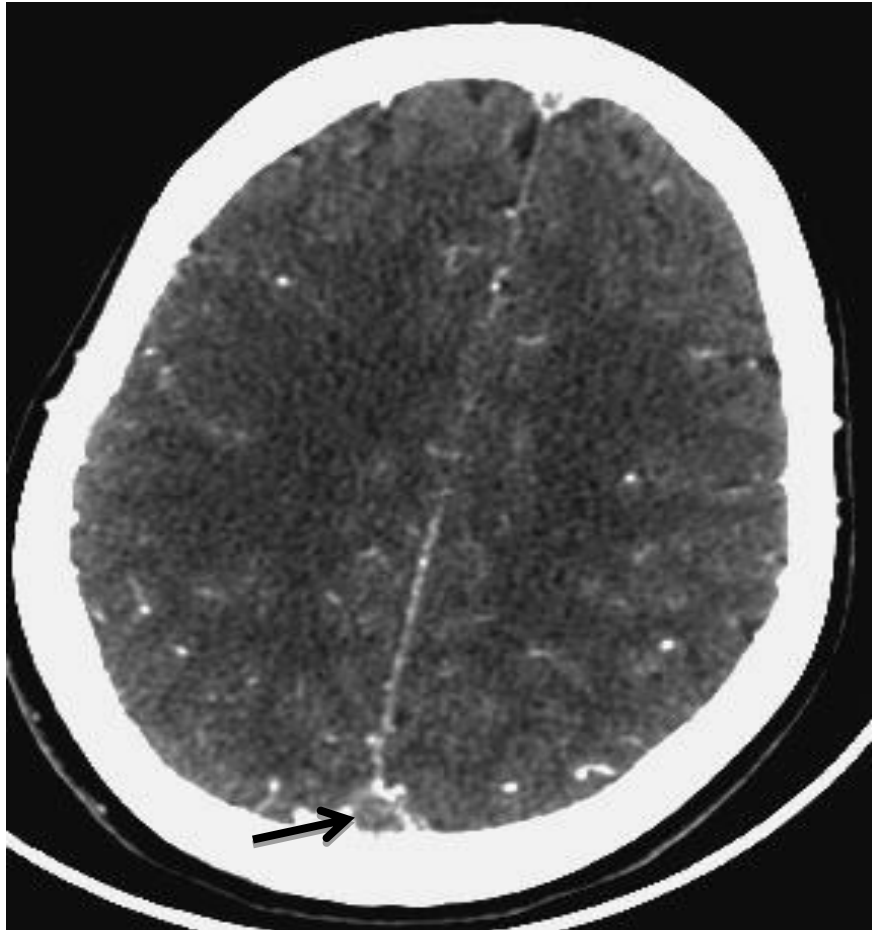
TDM cérébrale C+, coups axiale :
